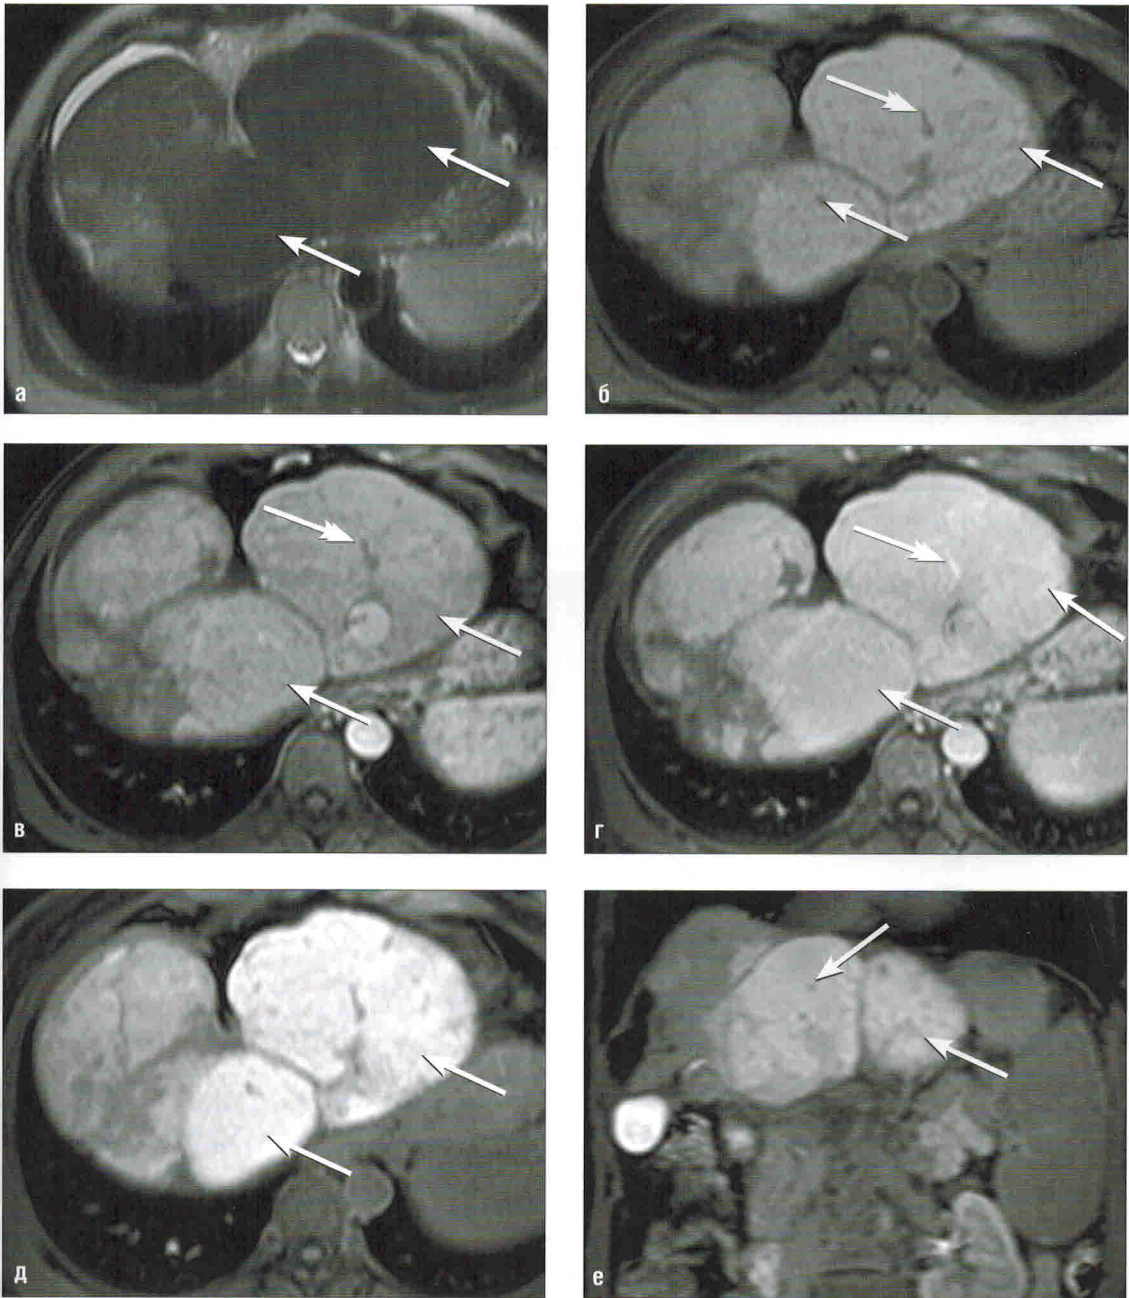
Очаговая узловая гиперплазия. МРТ с применением гепатотропного контрастного препарата:
